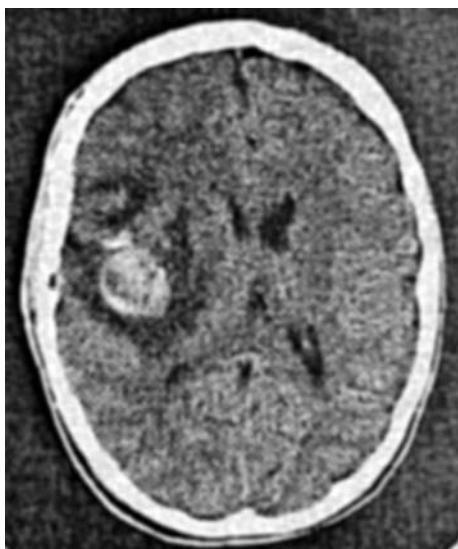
КТ без контрастного усиления. КМ левой височной области. Визуализирован очаг повышенной плотности с частичной кальцификацией.
